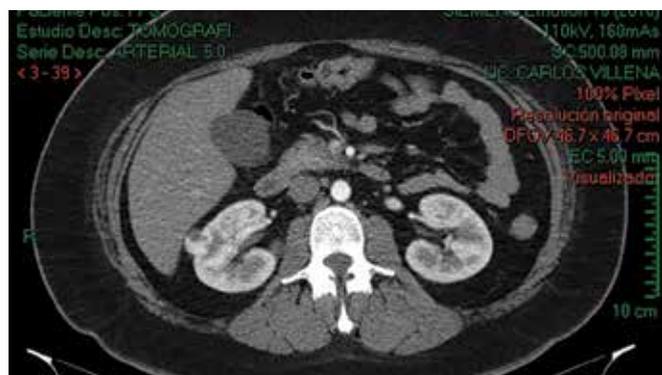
Urotomography (Uro-CT) axial section, in arterial phase.
